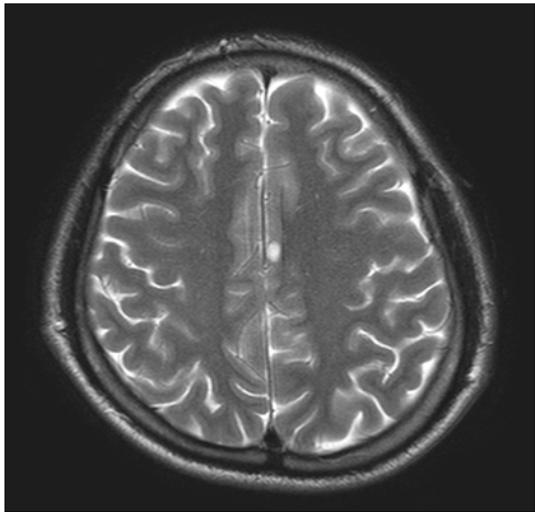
The Axial image of Brain Magnetic Resonance scan, about 8mm sized bright mass on Left posterior cingulate cortex is observed in a T2-weighted image.
